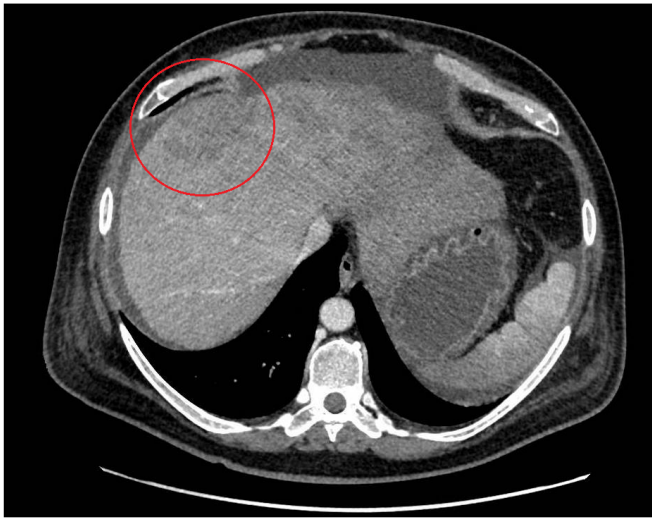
TC de control. Infiltración parcial del lóbulo hepático derecho.
